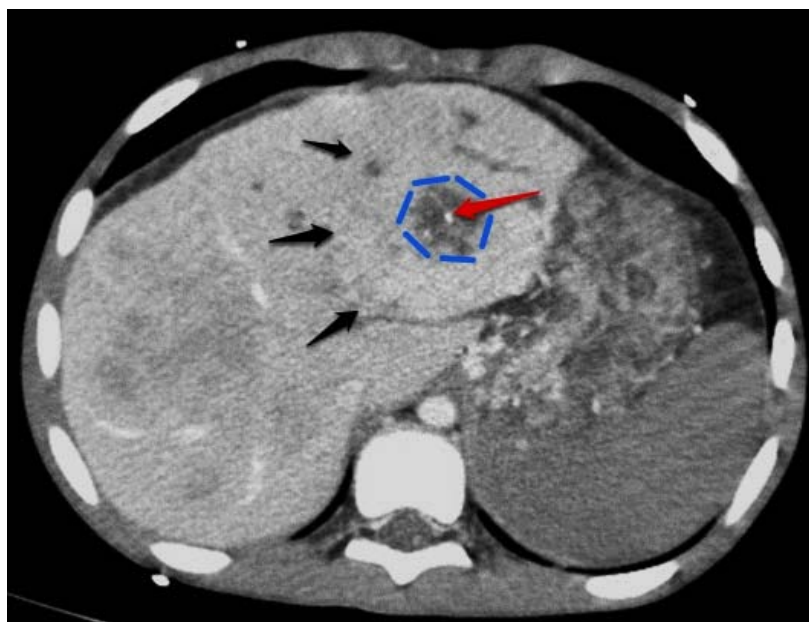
TDM avec injection de produit de contraste montre un rehaussement de la masse avec mise en évidence de cicatrice centrale hypodense (en bleu) et calcification centrale (flèche rouge), aspect caractéristique du carcinome fibrolamellaire. (CFL)
